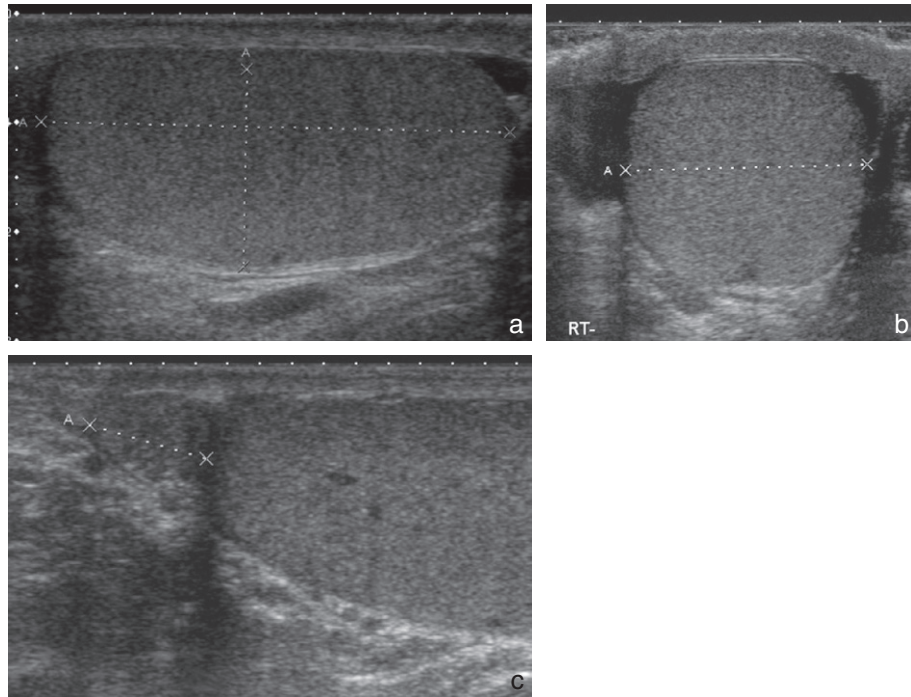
Échographie de testicule normal.
